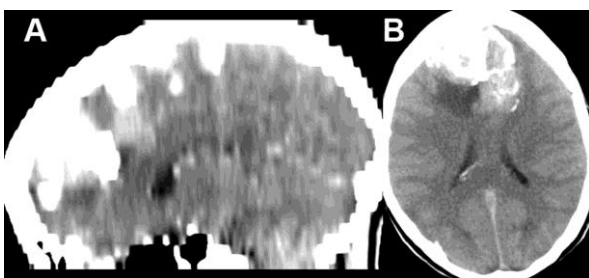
TC de cráneo contrastada con cortes axiales y sagitales, donde se advierten la presencia de múltiples imágenes con densidades mixtas frontales y parietales.
